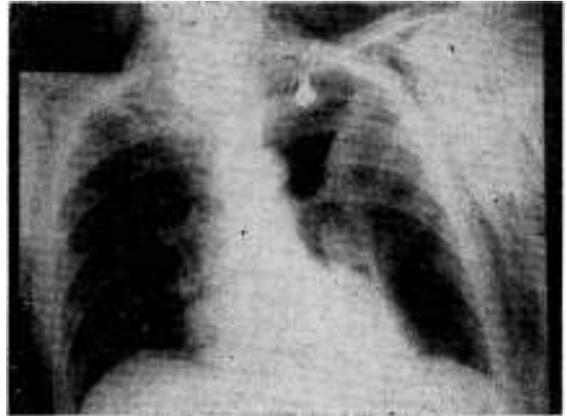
Radiografía 14 horas después. El neumoperitoneo es mínimo. El neumotórax es casi completo.
